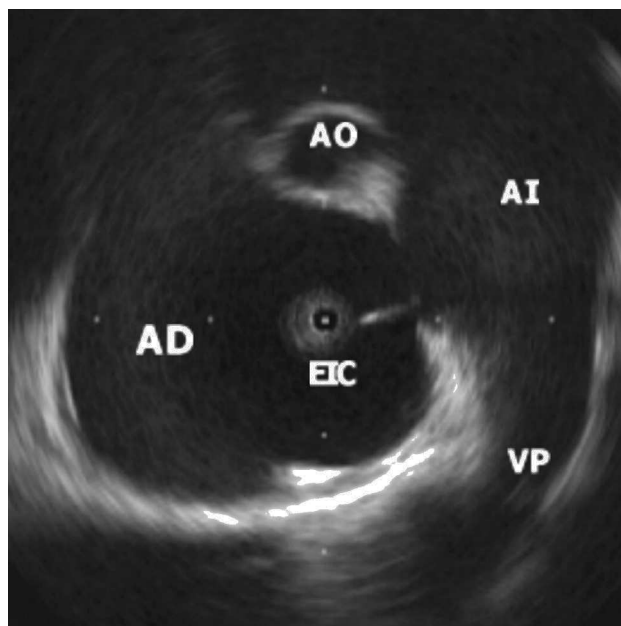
Imagen de un defecto del tabique interauricular tipo ostium secundum. El extremo del catéter de ecocardiografía intracardiaca (EIC) está en la aurícula derecha (AD). Se observa también una vena pulmonar (VP) superior derecha y un corte tangencial de la aorta (AO) en el plano anterior.
